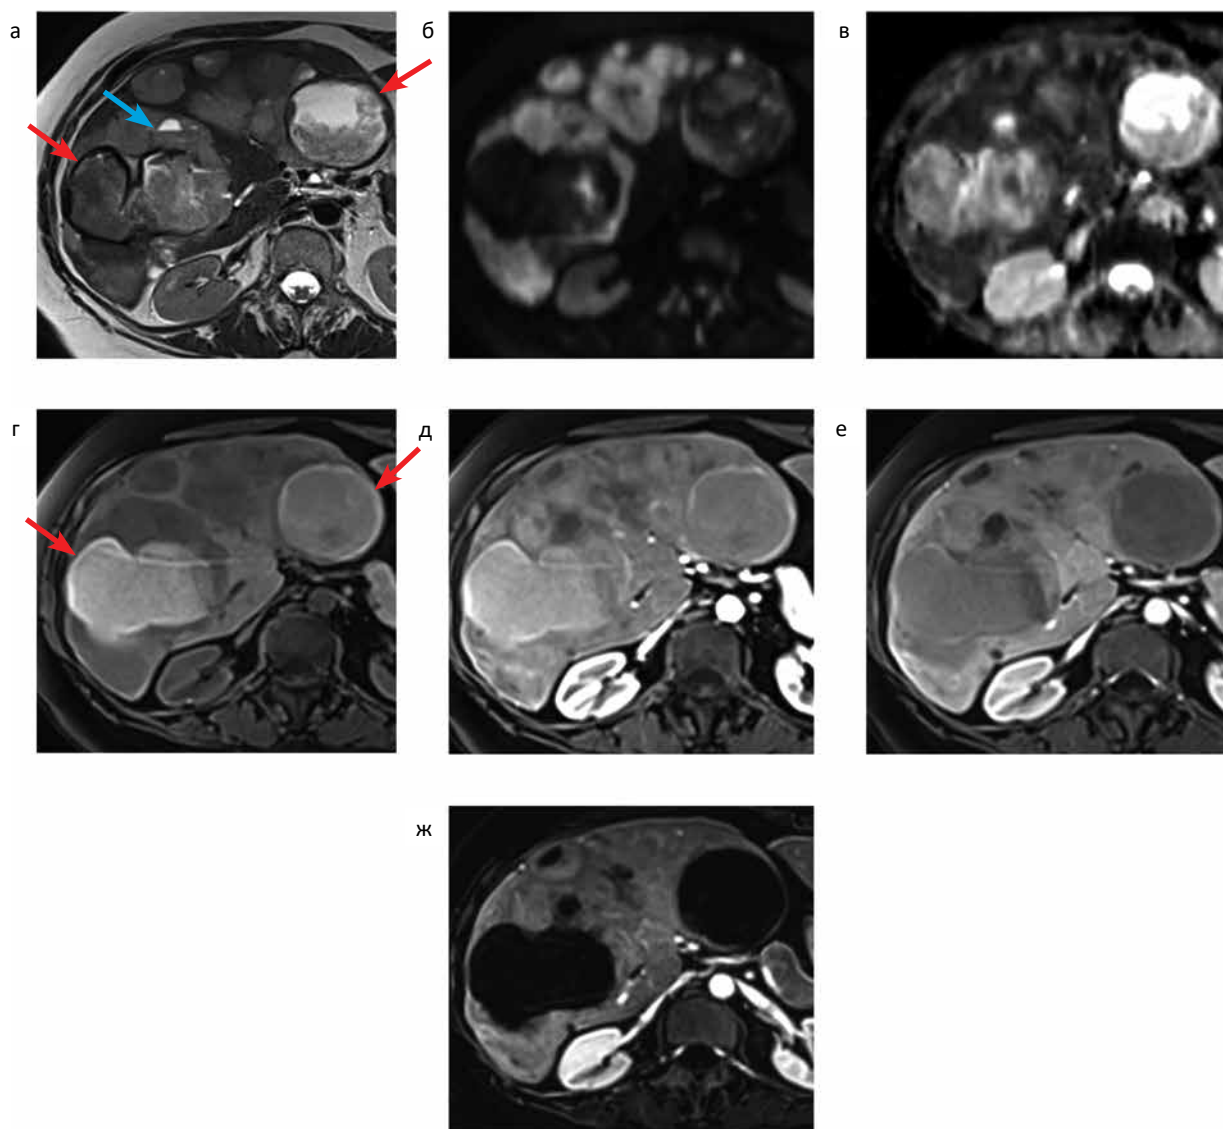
МРТ органов брюшной полости, аксиальная плоскость: в паренхиме печени на T_2 -ВИ (а) визуализируются очаговые образования с четкими бугристыми контурами, в структуре которых определяются множественные полости. Наиболее крупные из них заполнены неоднородным содержимым с признаками наличия продуктов деградации гемоглобина (гиперинтенсивный сигнал на нативных T_1 -ВИ (г), красные стрелки), в мелких полостях дифференцируются уровни границы сред (синяя стрелка). Солидный компонент образований характеризуется признаками ограничения свободной диффузии молекул воды- гиперинтенсивным сигналом на ДВИ с $b = 800$ (б), низкими показателями на ИКД-карте (в), активным неоднородным накоплением МРКС в артериальную фазу (д), умеренным накоплением в венозную фазу (е), аналогичным или несколько ниже такового в неизменной печеночной паренхиме (красный наконечник стрелки). В режиме субтракции в артериальную фазу (ж) полости с геморрагическим содержимым (красные стрелки) демонстрируют отсутствие МР-сигнала, в отличие от гиперинтенсивного солидного компонента (красный наконечник стрелки)
